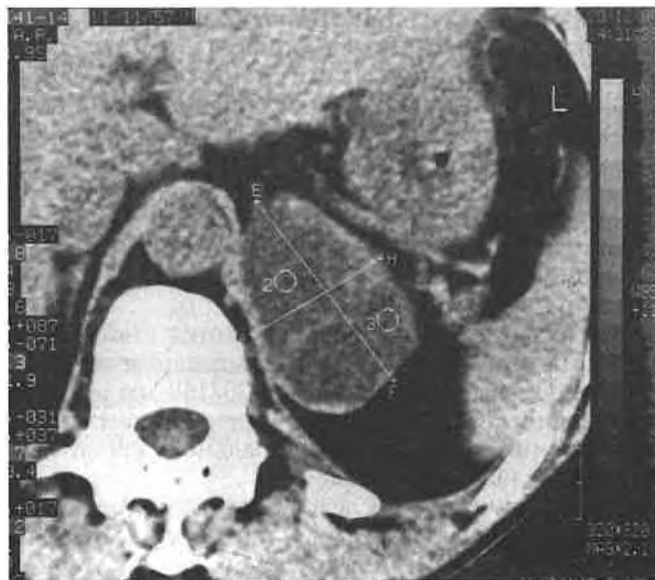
МРТ надпочечников.
